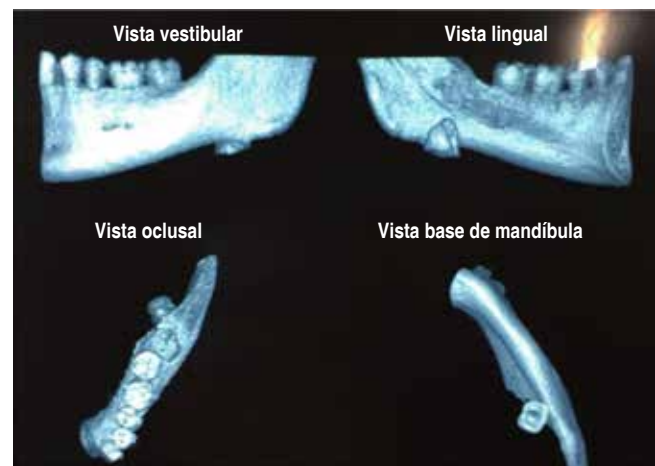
Tomografía computarizada 3D.
